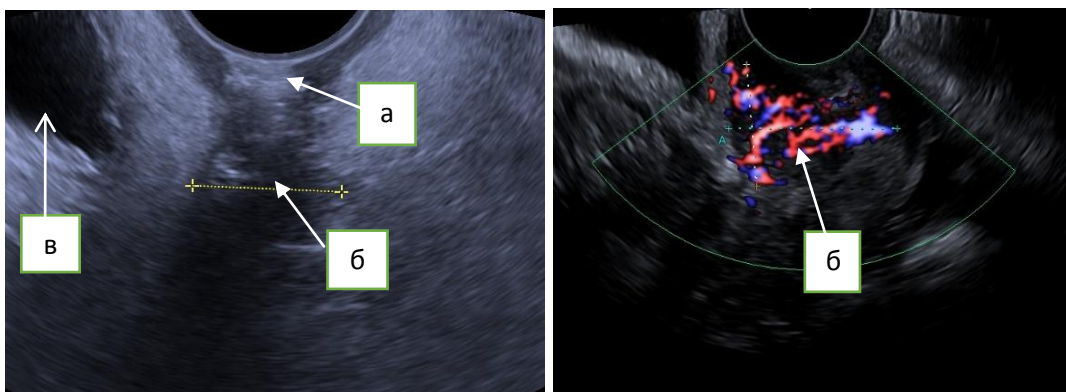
(продолжение) – Ультразвуковая томограмма локального рецидива РШМ в куполе культи влагалища трансвагинальным доступом: а) купол культи влагалища; б) опухоль; в) мочевого пузыря.
